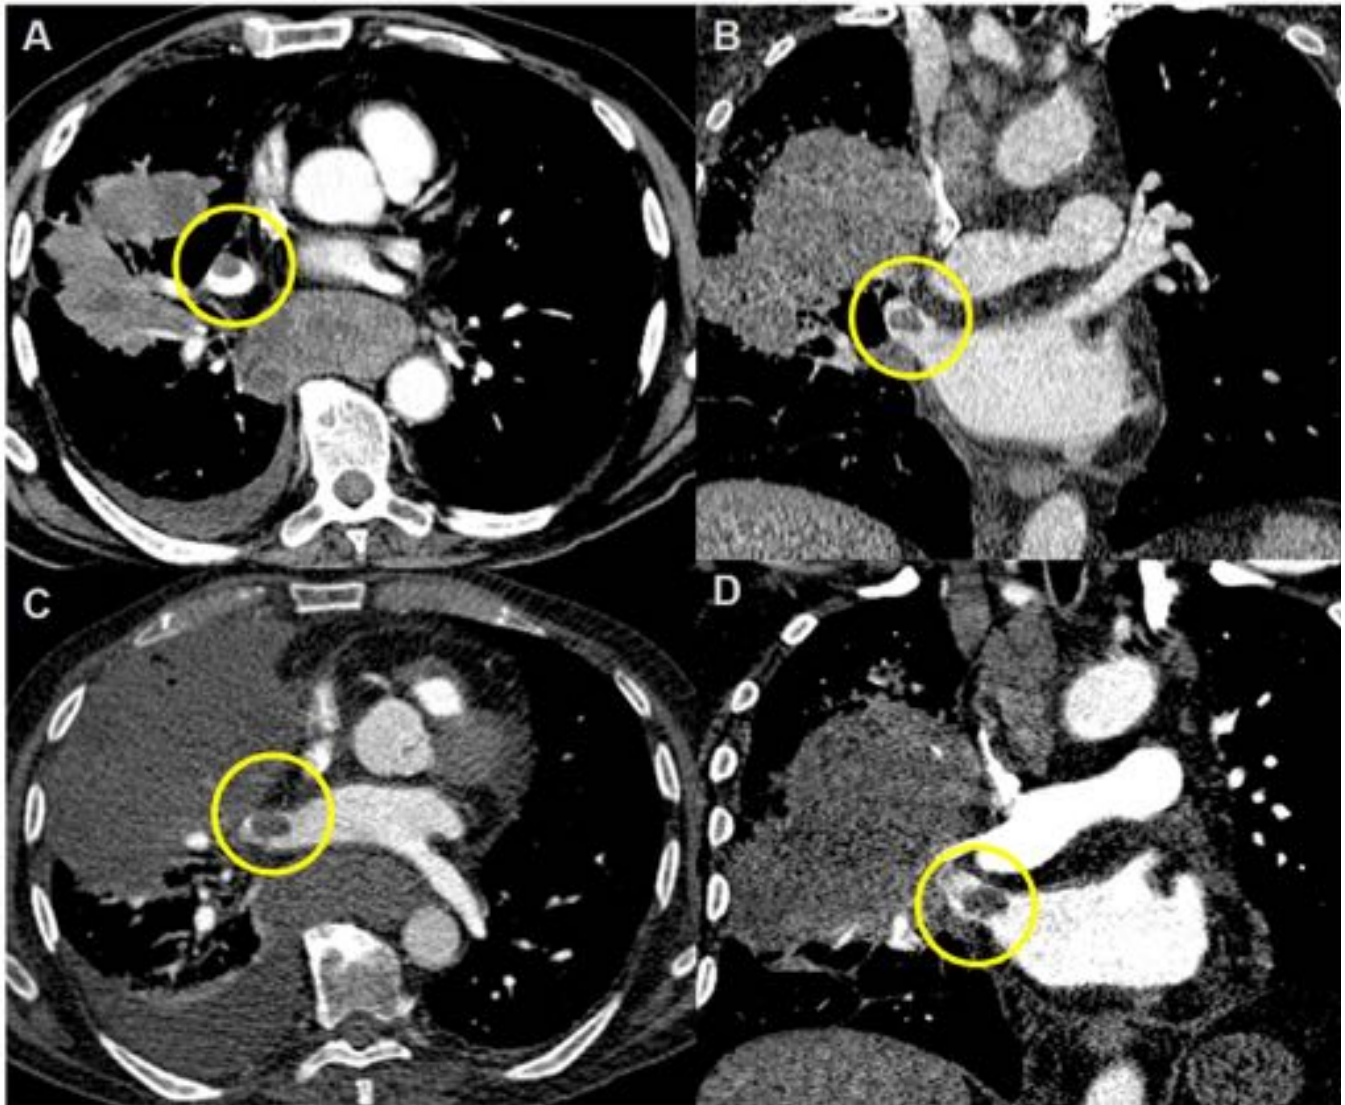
Paciente de 83 años diagnosticado de NSCLC estadio IIIB junto con un trombo en la VP superior izquierda. (A y B) cortes en plano axial y coronal, respectivamente, del AngioTC diagnóstico que muestran el trombo (círculo). Debido a la situación del paciente se desestimó tratamiento tanto del trombo como de la neoplasia. (C y D) cortes en plano axial y coronal, respectivamente, del TC de control que muestran un aumento del tamaño del trombo. El paciente falleció por insuficiencia respiratoria.
